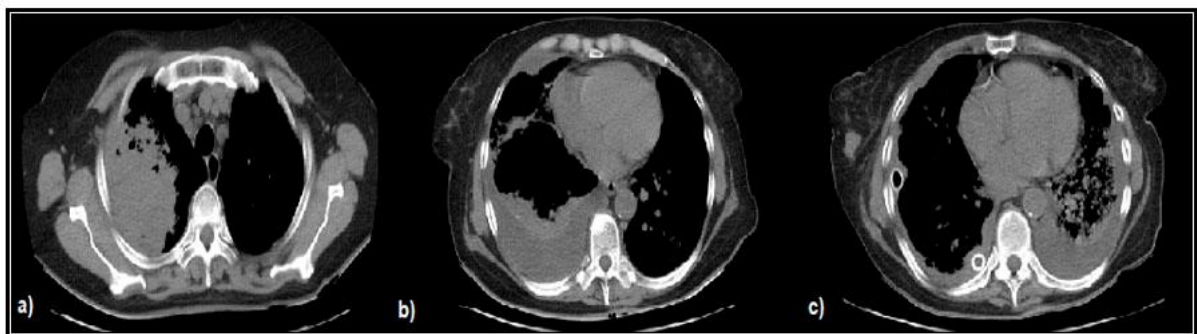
TAC de Tórax que evidencia empiema pleural derecho tabicado (a-b) y espacio pleural posterior al uso de estreptoquinasa (c).
